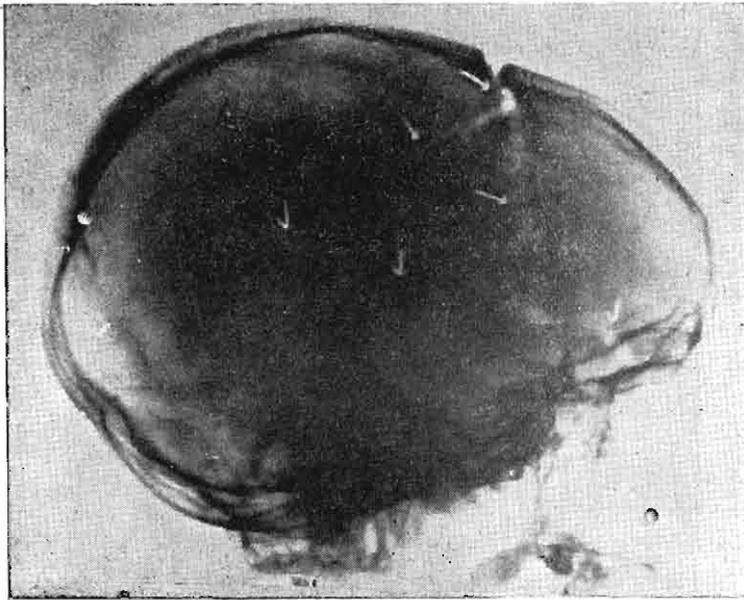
Obs. 150.—Radiografía simple. Pos. Lateral.—Se aprecia una fractura de la bóveda correspondiente a la sutura frontoparietal a dos cm. de la línea media, se bifurca en una rama posterior y otra inferior, que al llegar al ala mayor del esfenoides, se une con un grueso trazo de fractura que viene del piso anterior, en ésta forma se dirige hacia atrás y arriba, uniéndose a otro fino trazo de fractura (ésta gran fractura permitió el drenaje epidural y su evacuación por punción del cuero cabelludo) Diag: hematoma epidural derecho.
